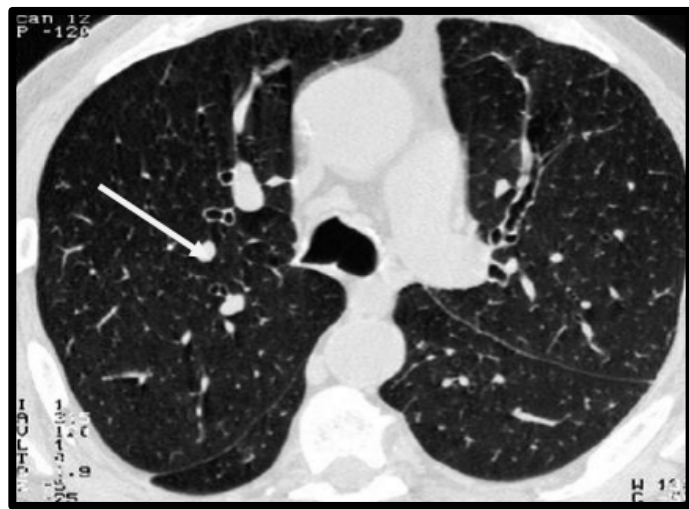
TDM de dilatation des bronches type variqueuses (37)
